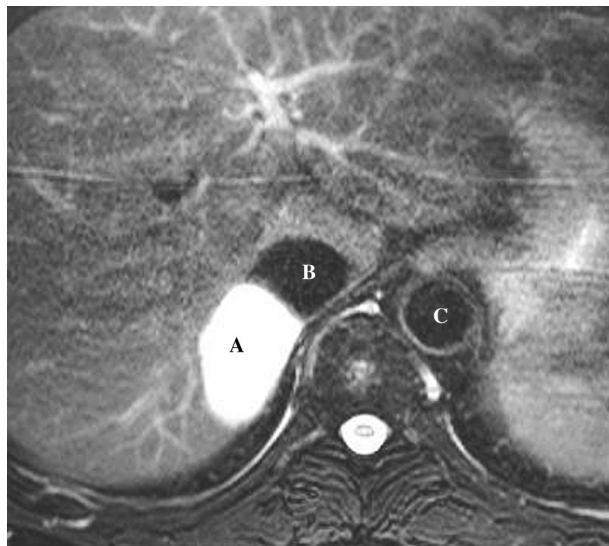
Esta imagen de resonancia magnética demuestra el gran hemangioma hepático (A) y su estrecha proximidad con la vena cava inferior infrahepática (B). También se muestra la aorta (C).
